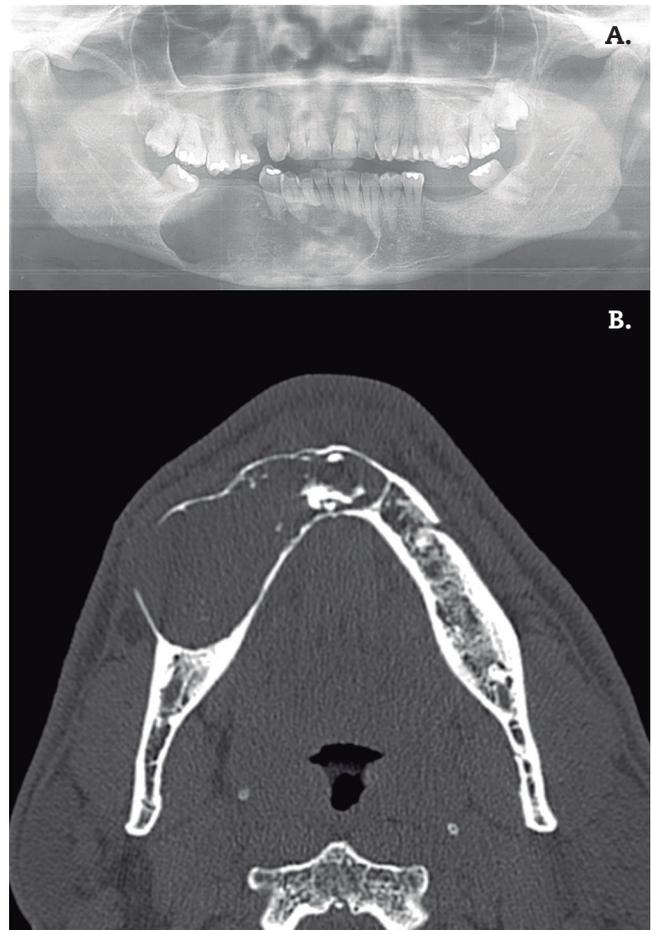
A. OPG: Lesión radiolúcida en cuarto cuadrante mandibular que abarca desde la cara mesial de las raíces de la pieza dentaria 47 hasta la cara distal apical de la pieza dentaria 33. No se identifica rizólisis de las raíces. B: TAC preoperatorio: lesión osteolítica con expansión de corticales en 4.º cuadrante.
